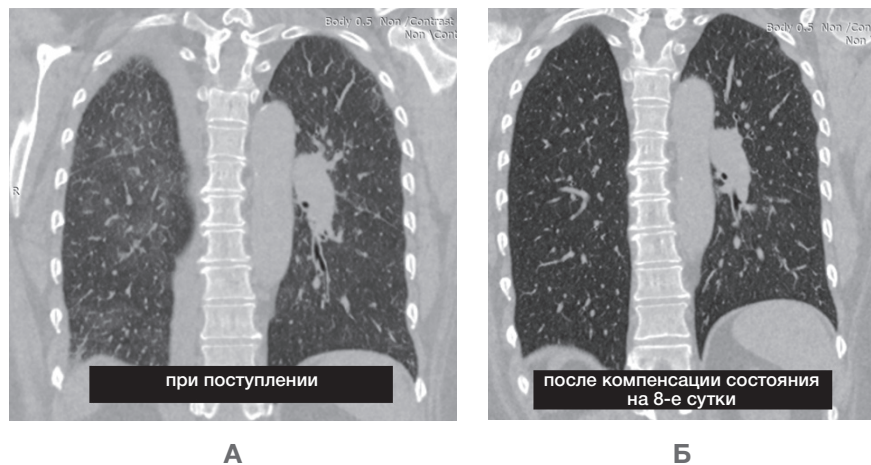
Результаты МС-КТ легких пациентки Ж. при поступлении в стационар (А) и при выписке по достижению компенсации явлений ХСН (Б)
